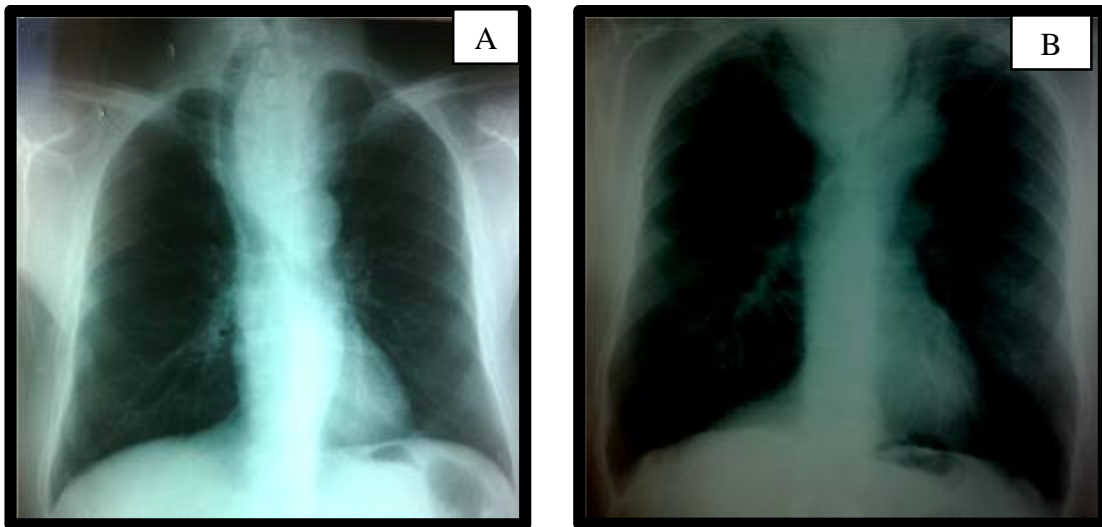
Radiographies thoraciques de face :
